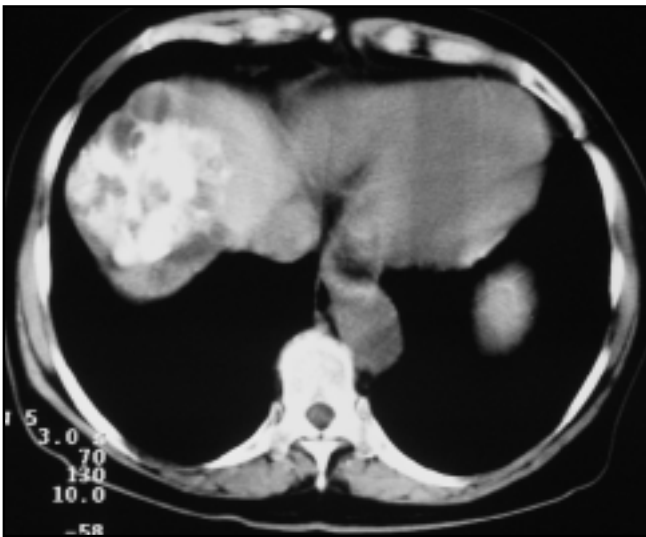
A: Tomografia computadorizada sem contraste endovenoso. B: Tomografia computadorizada com contraste iodado endovenoso.
